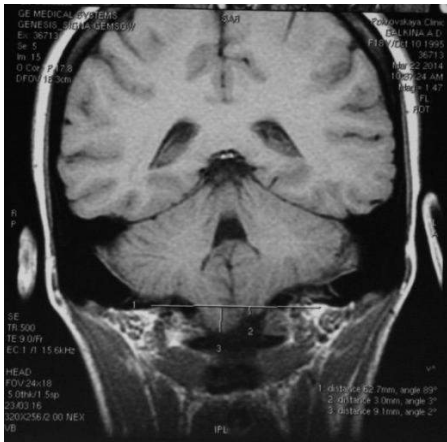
МРТ в коронарном изображении головного мозга больного П-ва В.Д., 15 лет (и/б № 1591-2004 г.), с клиническим проявлением МК I типа. Миндалины мозжечка опущены в БЗО на 4,0мм
